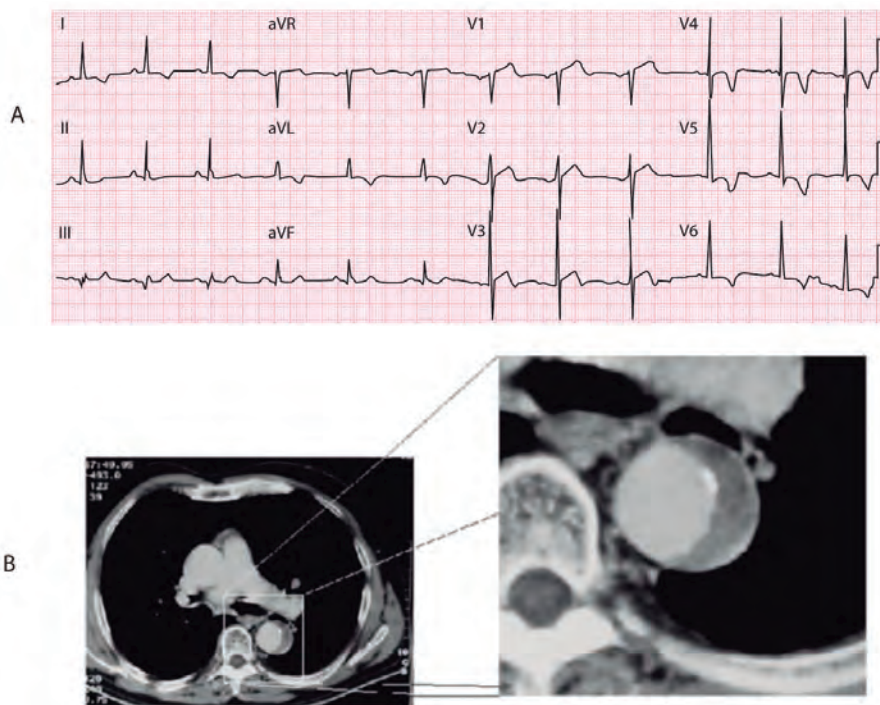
3. A. Paciente con dolor torácico debido a aneurisma de aorta disecante. La elevación de St en V1-3 se puede explicar por la imagen en espejo de un evidente crecimiento ventricular (V6) debido a hipertensión. Esta elevación de ST junto con la T negativa de V4-V5 se interpretó, erróneamente, como debida a síndrome coronario agudo. Como consecuencia, se administró un tratamiento fibrinolítico, el cual fue no sólo necesario sino peligroso. B. La imagen del TAC muestra disección de la aorta. Este caso demuestra que antes de aceptar el diagnóstico de SCAEST se deben descartar otras enfermedades que cursan con elevación del segmento ST y/o negativa.
